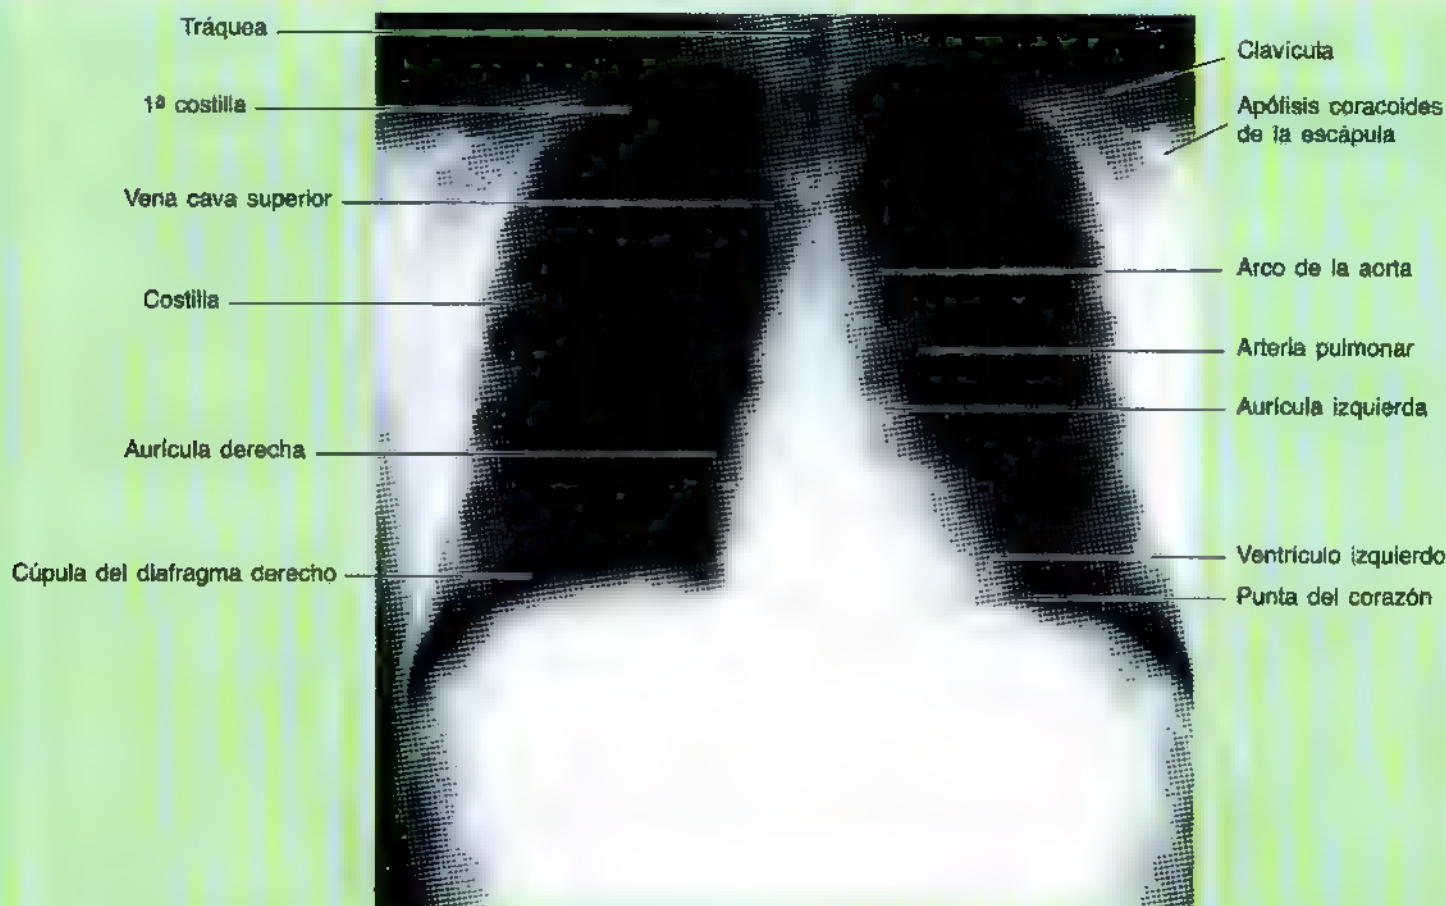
Radiografía de tórax en proyección posteroanterior (PA). Obsérvese el arco de la aorta, las partes del corazón y las cúpulas del diafragma; nótese que la cúpula del hemidiafragma derecho es más alta. (Cortesía del Dr. E.L. Lansdown, Profesor de Imagen Médica, Universidad de Toronto, Toronto, Ontario, Canadá.)
